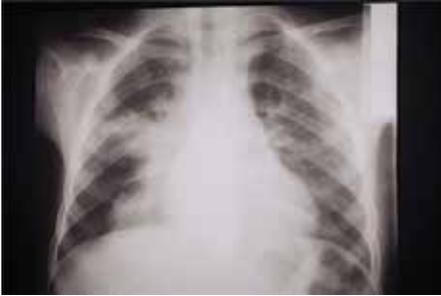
Radiographie du thorax de face montrant une opacité alvéolaire systématisée au lobe supérieur droit, car elle est franche, dense, homogène, et bien limitée en bas par la petite scissure. C'est une pneumonie typique en faveur du pneumocoque.
